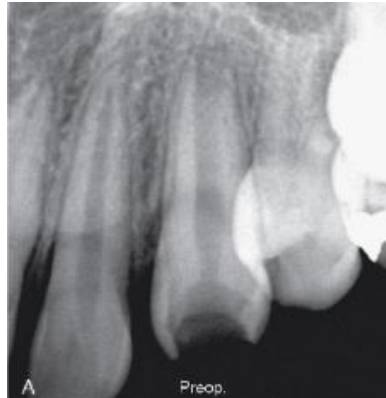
Radiografía digital. <sup>15</sup>
